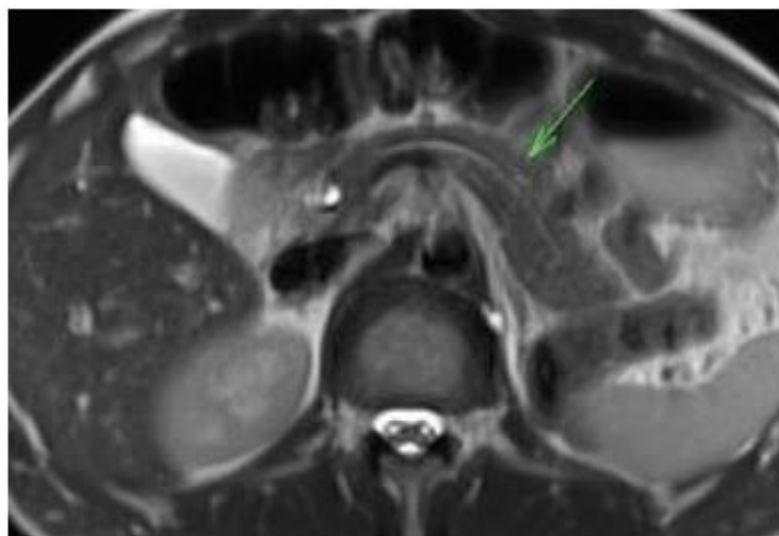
IRM pancréatique – coupe axiale montrant l'aspect normal du parenchyme pancréatique en T2 [178].
